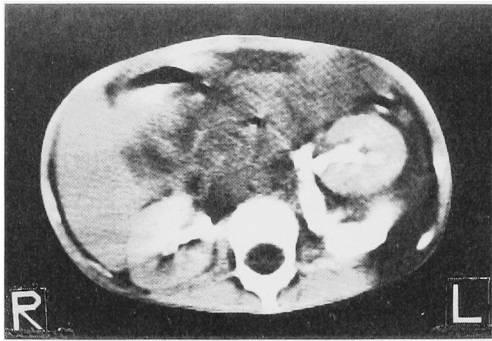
Enhanced CT scan shows extravasation of the contrast medium into the retroperitoneal space.
